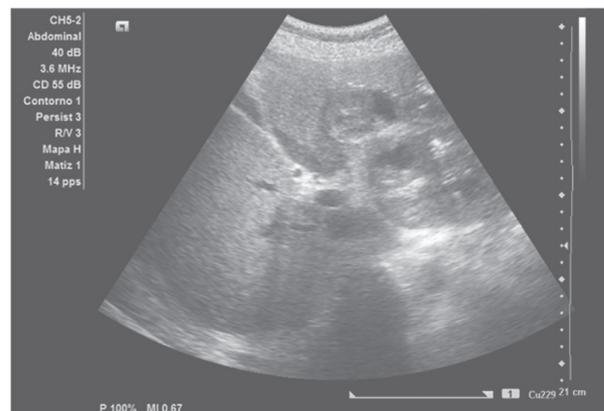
Ecografía abdominal: corte transversal del hígado que evidencia una colección multiseptada, con gas en su interior, localizada en el lóbulo izquierdo
